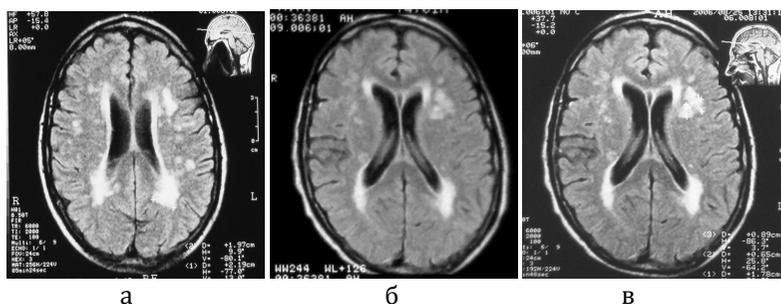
МРТ головного мозга больного А., FLAIR-ИП, аксиальная проекция: а – исследование от 2004 г., б – 2005 г., в – 2006 г. Множественные сосудистые очаги в белом веществе полушарий
